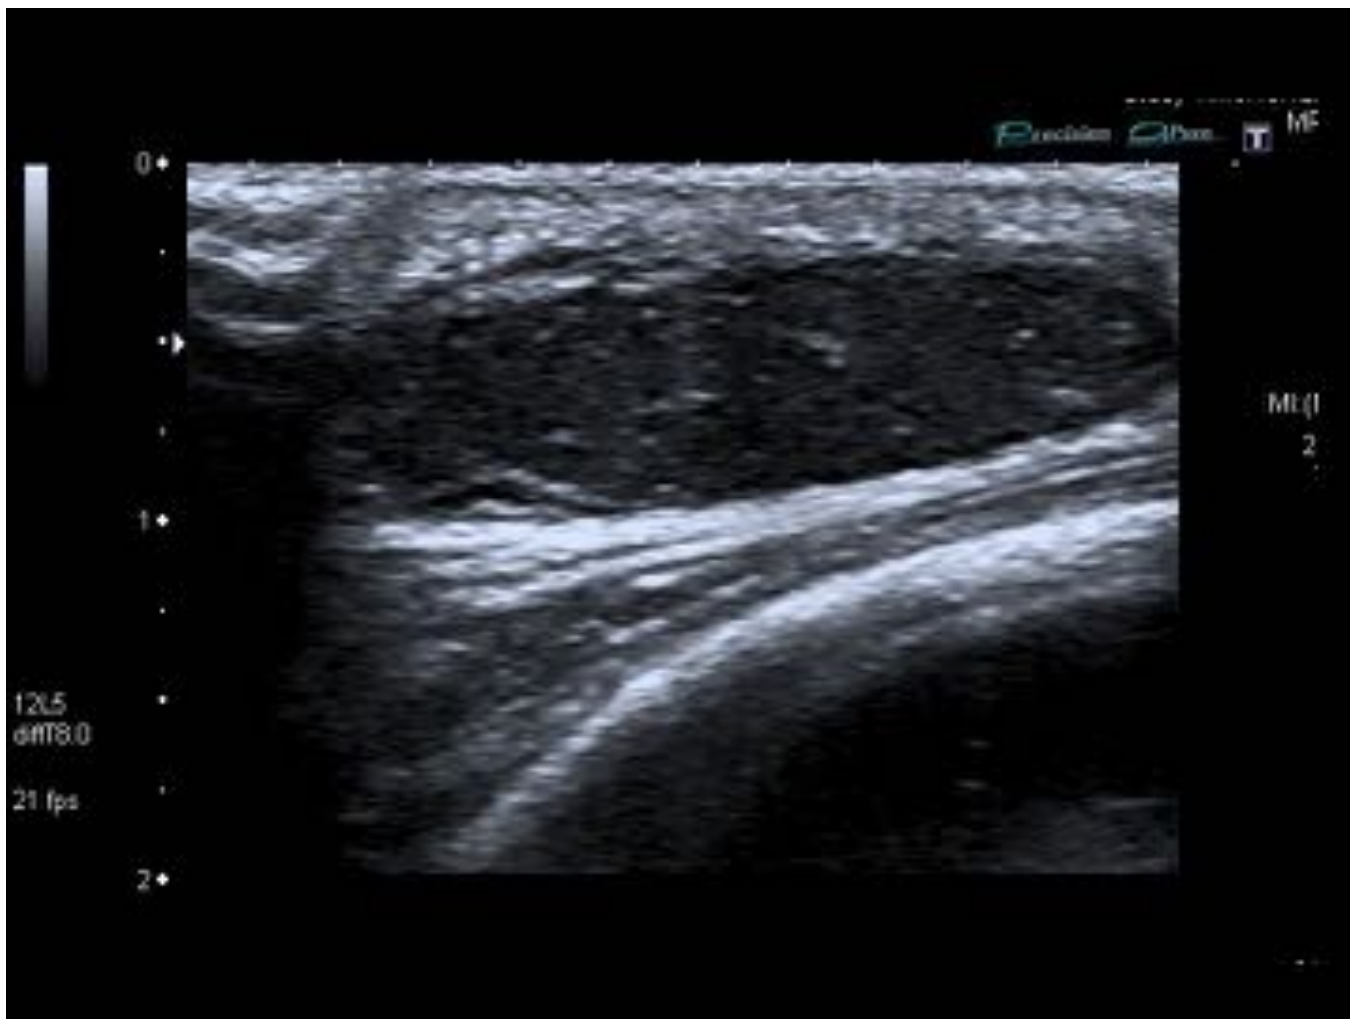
Ecografía: muestra en el tejido celular subcutáneo, superficial al plano muscular, una lesión ovalada, de predominio hipoeoico, discretamente heterogénea.
